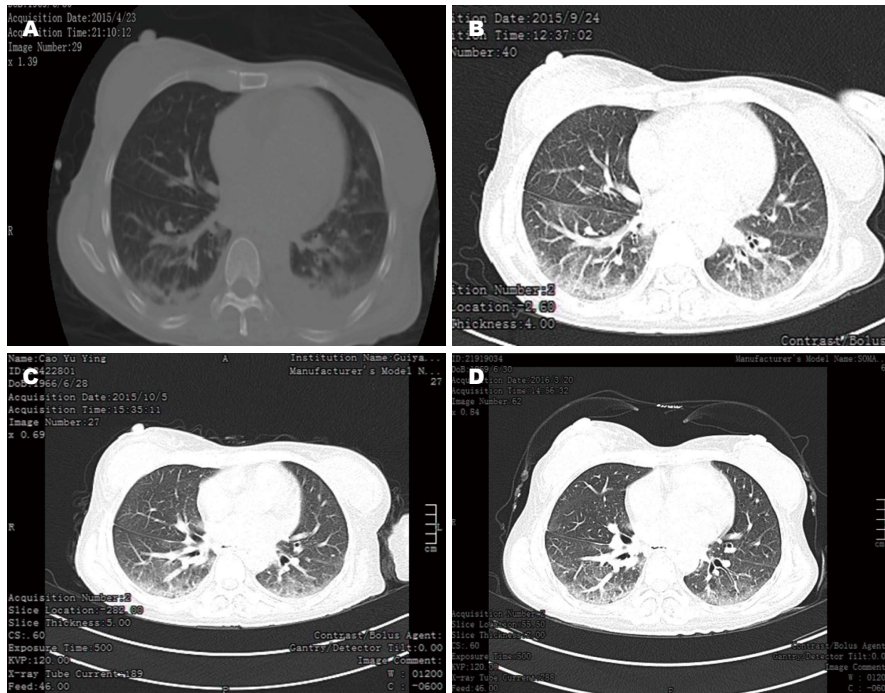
病例胸部CT图。A: 2015-04-23, 双肺见多发斑片状、大片状密度增高影, 边缘模糊, 以双下肺显著, 肺内血管纹理走行尚可; 双侧胸腔积液, 左侧显著; B: 2015-09-24, 双肺见多发斑片状、大片状密度增高影, 边缘模糊, 余双肺血管纹理走行紊乱; 双侧少量胸腔积液; C: 2015-10-05, 双肺仍多发条索状、结节状密度增高影, 边界不清, 伴少许斑片状密度增高影, 病灶较前无明显吸收; D: 2016-03-20, 双肺仍可见斑片状、大片状密度增高影, 边缘模糊, 以双下肺显著, 较前减少。双肺间质性病变较前稍好转。
